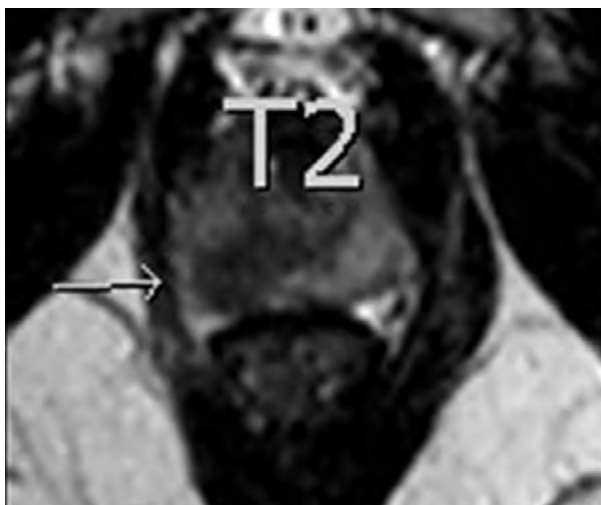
Secuencia de T2 con un valor de 4 y su correlación anatomopatológica luego de prostatectomía radical que evidencia un adenocarcinoma según el puntaje de Gleason de 4+3 en el sitio informado por resonancia nuclear magnética multiparamétrica (RNMmp).
